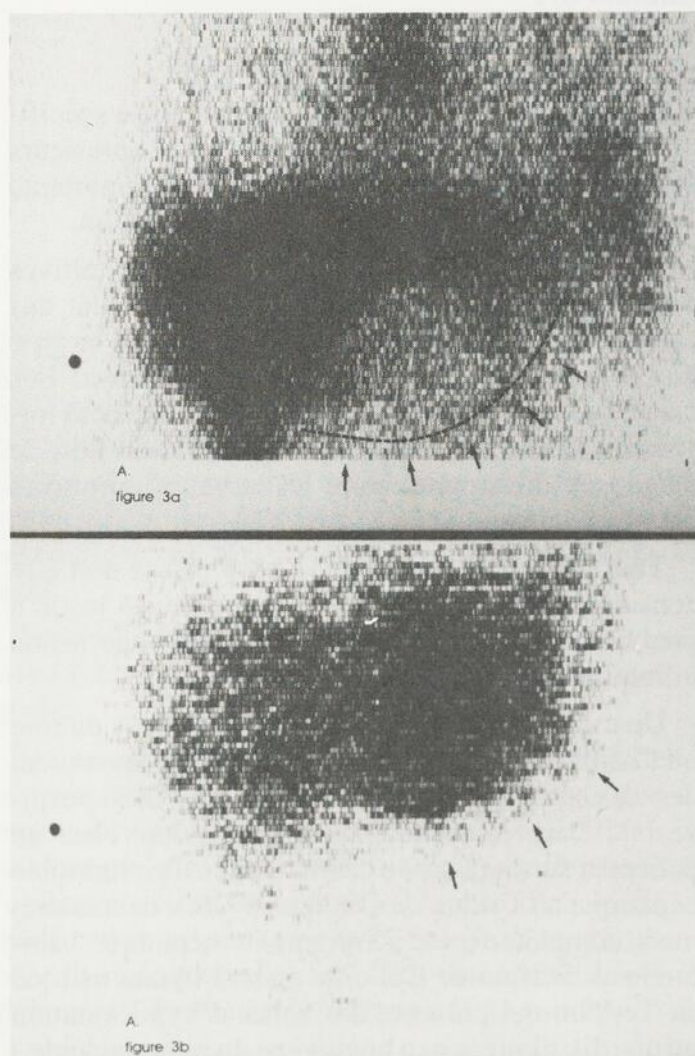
Patient de 62 ans cirrhotique connu. Fig. 3a. — À la scintigraphie au phytate $^{99}\text{Tc}^m$, plan antérieur, on note une zone d'hypocaptation en projection du lobe gauche (flèches). Fig. 3b. — La scintigraphie hépatique au Gallium-67 délimite au même niveau un foyer d'hypercaptation. Il s'agissait d'un hépatome greffé sur un foie cirrhotique.
